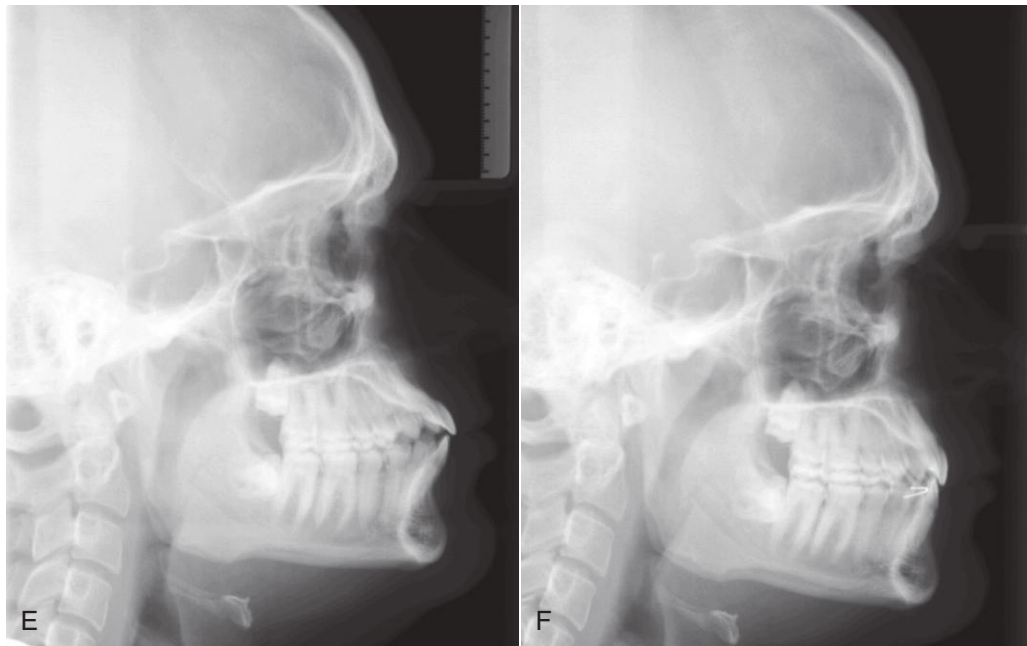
(cont.) E y F. Radiografías cefalométricas antes y después del tratamiento que muestran el grado de retracción de los incisivos. (Por cortesía del Dr. W. Gierie.)
